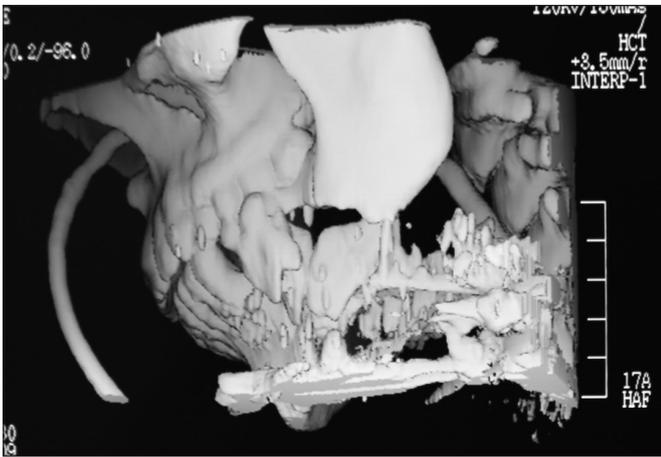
Tomografía axial computarizada con reconstrucción tridimensional preoperatoria.
